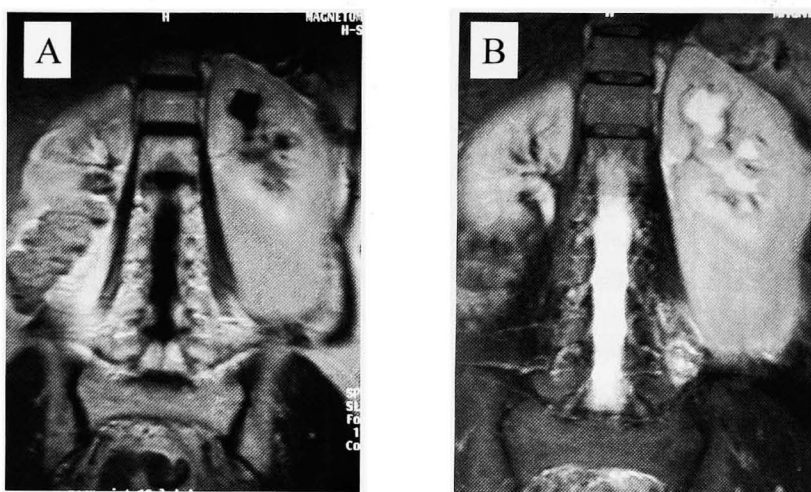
A: Coronal T1-weighted MRI shows slightly hypointense mass. B: Coronal T2-weighted MRI shows definite hypointense mass as compared with that of the renal cortex.
